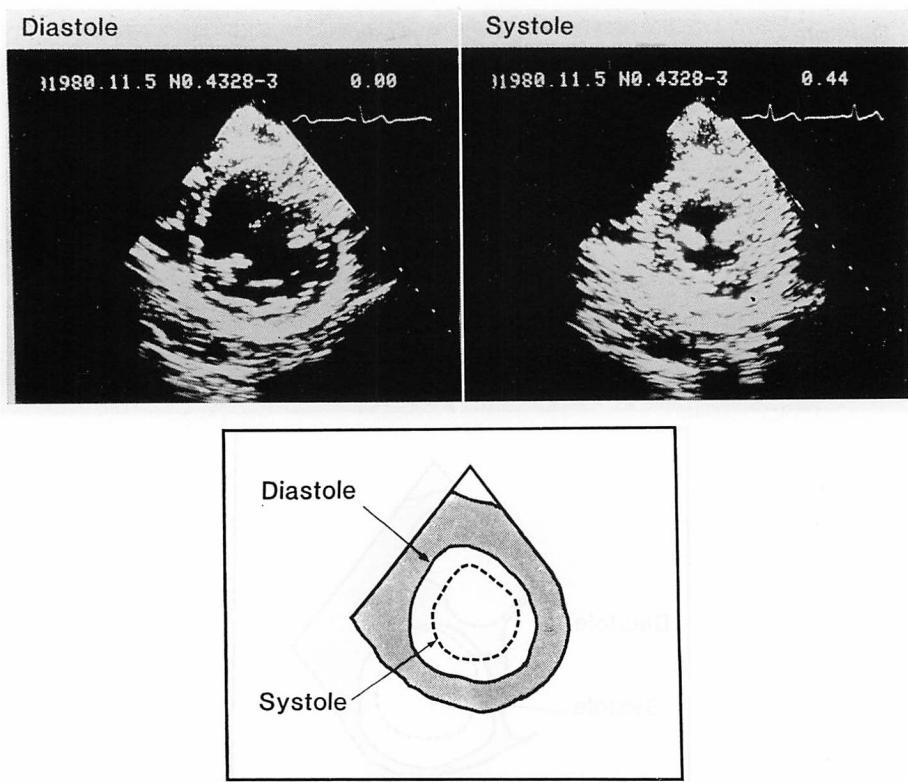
Short-axis cross-sectional echocardiogram of the Case 2.
